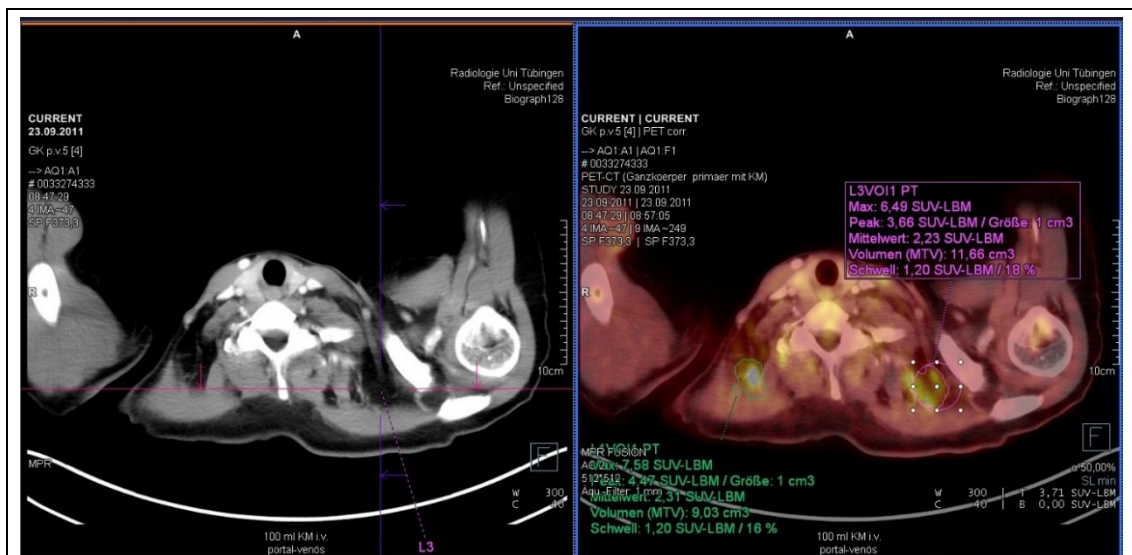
Exemplarische Uptake-Messungen von ^{18}F -FDG supraklavikulär beidseits. Innerhalb der eingezeichneten VOIs: Messung der SUV_{max} („Max“), SUV_{peak} („Peak“), SUV_{mean} („Mittelwert“) und des Volumens (Schwellenwert 1,2, an fettfreier Masse („lean body mass“, LBM) genormter SUV).
